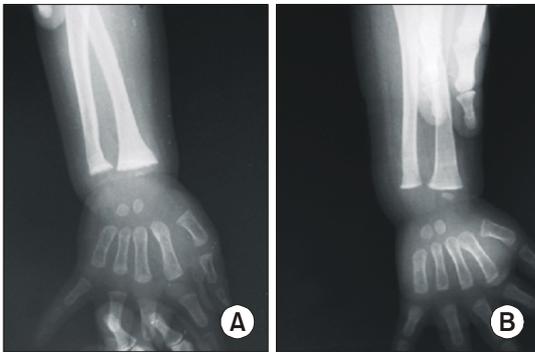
Radiographs of patient 1. (A) Distal metaphysis of radius and ulna show cupping and fraying at 17 months. Generalized osteopenia is seen. (B) Five months later, the previous rachitic metaphysis was healed. Cupping and flaring of metaphysis was disappeared. Dense white provisional zone of calcifications is noted in distal radius and ulna.
